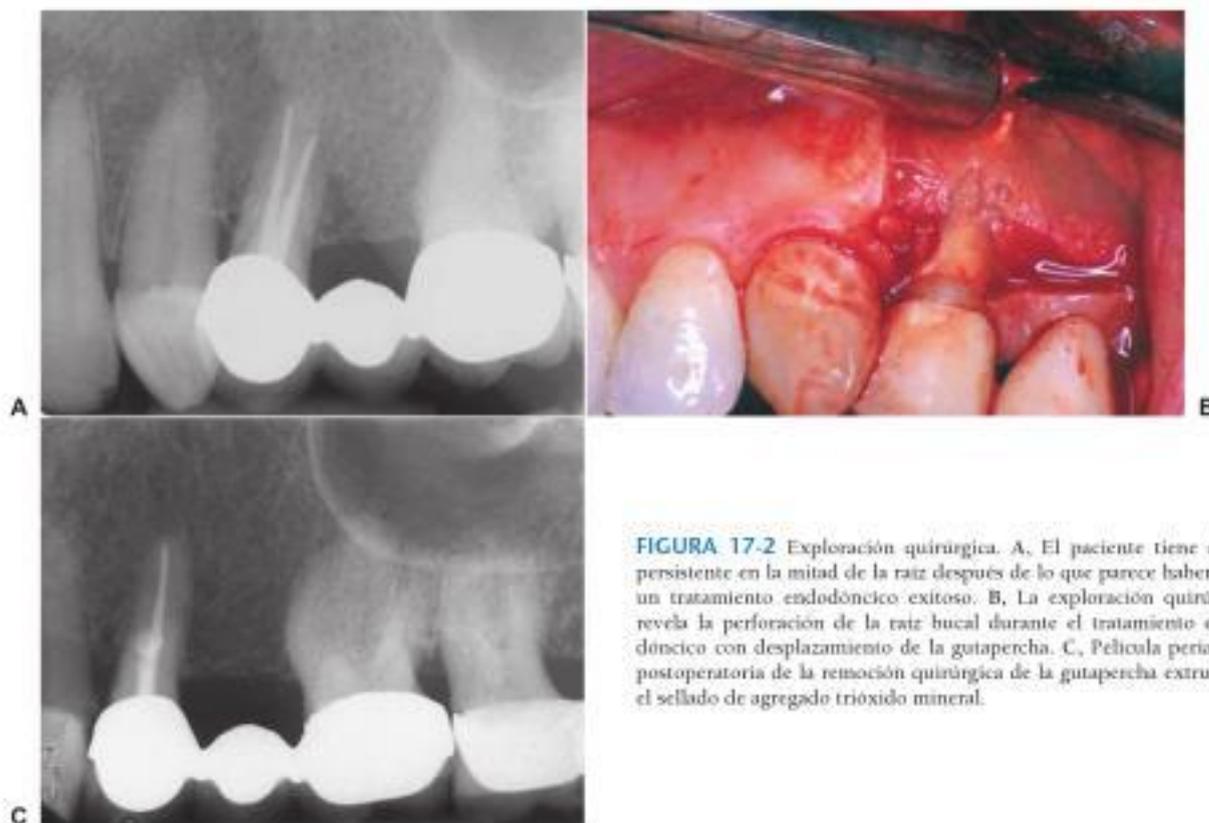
Exploración quirúrgica. A, El paciente tiene dolor persistente en la mitad de la raíz después de lo que parece haber sido un tratamiento endodóncico exitoso. B, La exploración quirúrgica revela la perforación de la raíz bucal durante el tratamiento endodóncico con desplazamiento de la gutapercha. C, Película periapical postoperatoria de la remoción quirúrgica de la gutapercha extruída y el sellado de agregado trióxido mineral.
